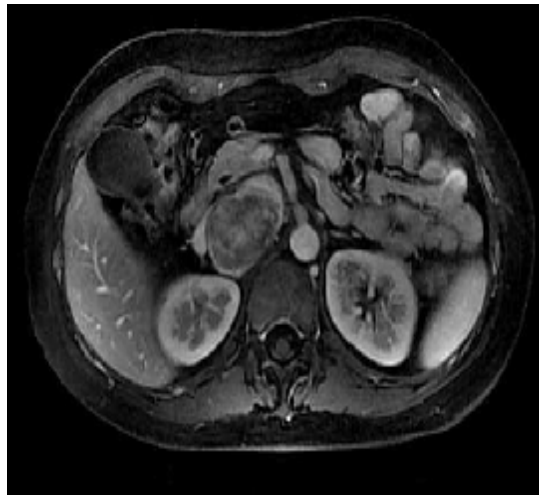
IRM montre les rapports vasculo-nerveux du ganglioneurome abdominal (96): Les images pondérées en T1 montrent une masse hétérogène rétro-péritonéale de 6 cm de grand axe avec compression de la veine cave inférieure et la veine porte.
